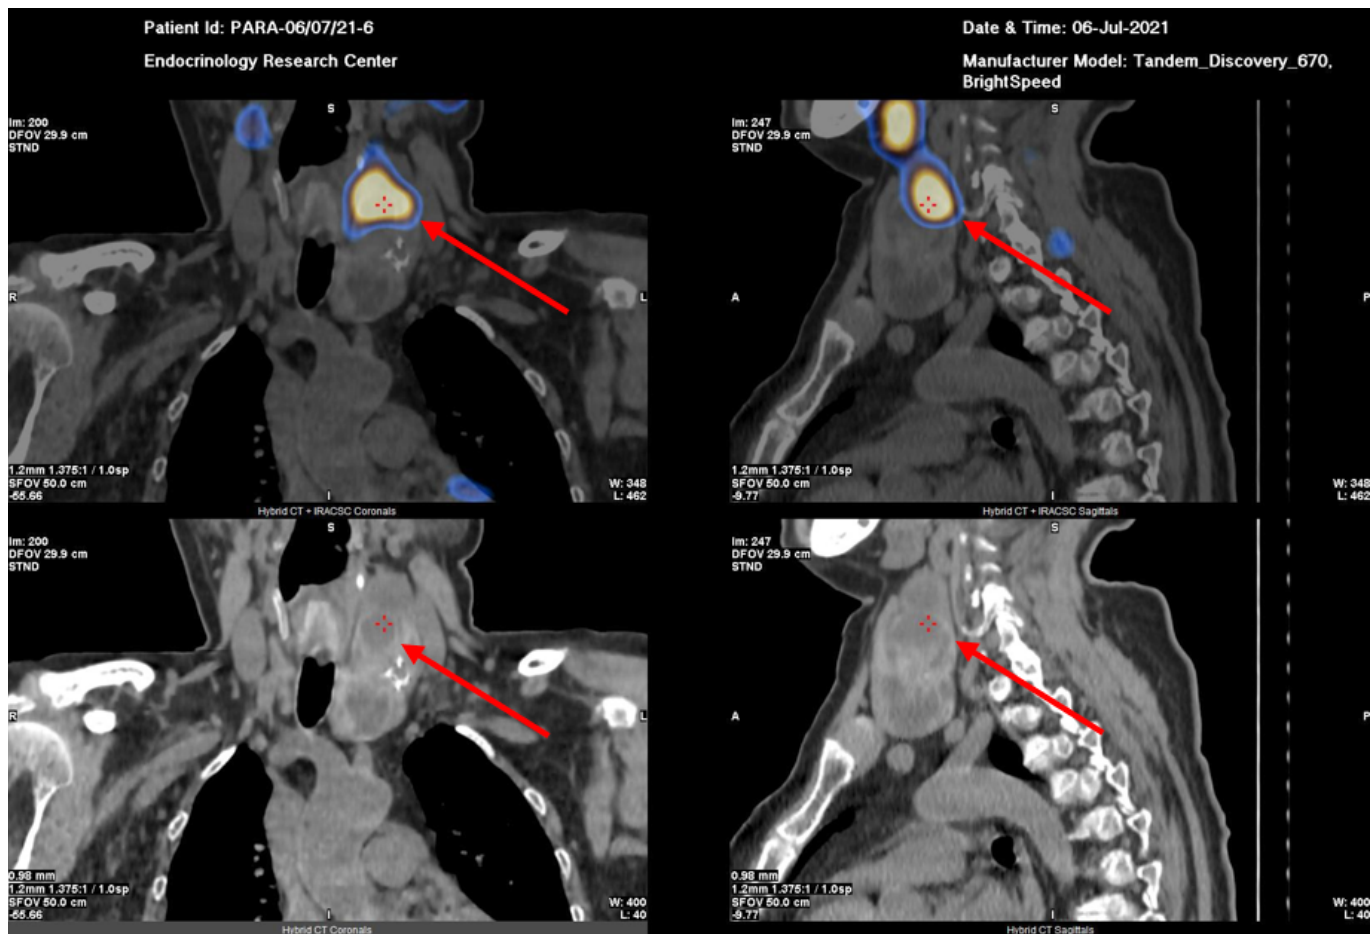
Планарная скintiграфия с ОФЭКТ/КТ с Тс-99m — Технетрила (MIBI).
